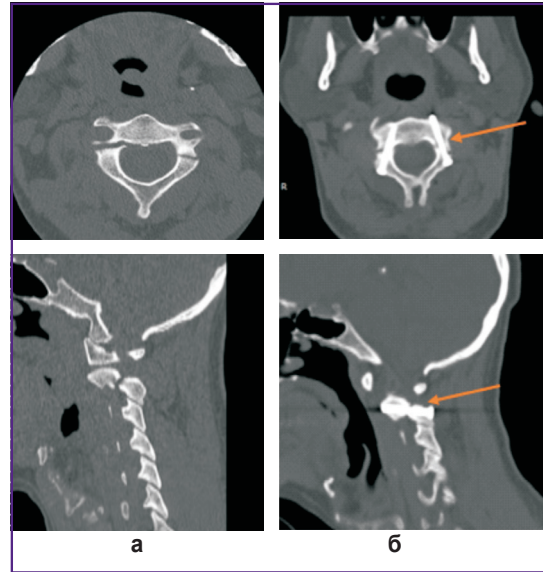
До (а) и послеоперационные (б) КТ-снимки пациента с травматическим спондилолистезом С<sub>2</sub>-позвонка. Стрелками показаны компрессирующие винты
